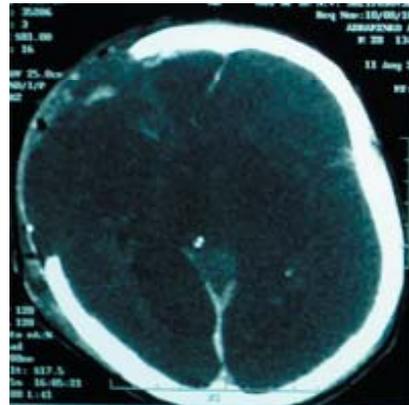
Компьютерная томография головного мозга больного А., аксиальная проекция. Первые сутки после операции — декомпрессивной трепанации черепа, удаления острой субдуральной гематомы в правой лобно-теменно-височной области объемом 90 см<sup>3</sup>. В послеоперационном периоде были отмечены эпизоды артериальной гипотонии (снижение артериального давления до 70/40 мм рт.ст. или менее). Объем мозга увеличен, извилины и борозды сглажены, цистерны основания мозга и желудочки не визуализируются. Плотность обоих полушарий головного мозга снижена до +16 ед. Н — диффузный отек мозга. В правой лобно-височной области визуализируется посттравматический дефект, в который пролабирует вещество мозга
